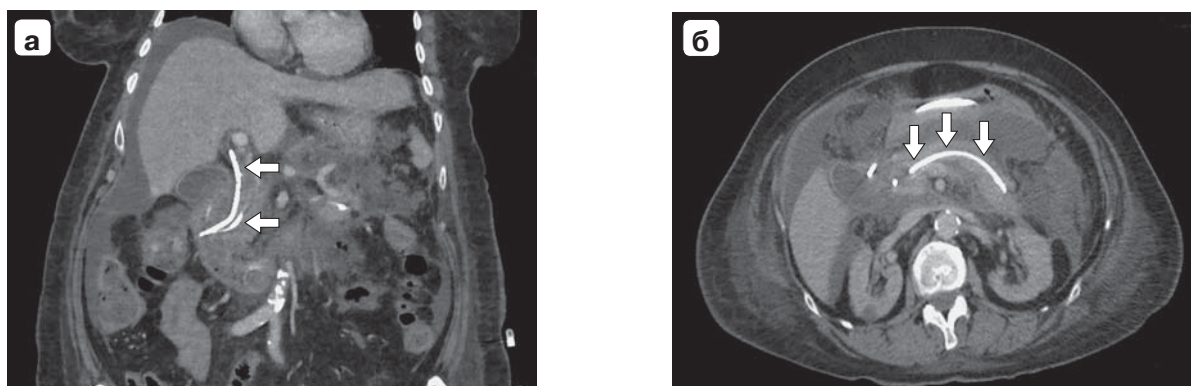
Компьютерные томограммы. Панкреонекроз. Стент в ППЖ: а — фронтальная проекция; б — аксиальная проекция. Стелками указаны стенты в ППЖ и общем желчном протоке.
